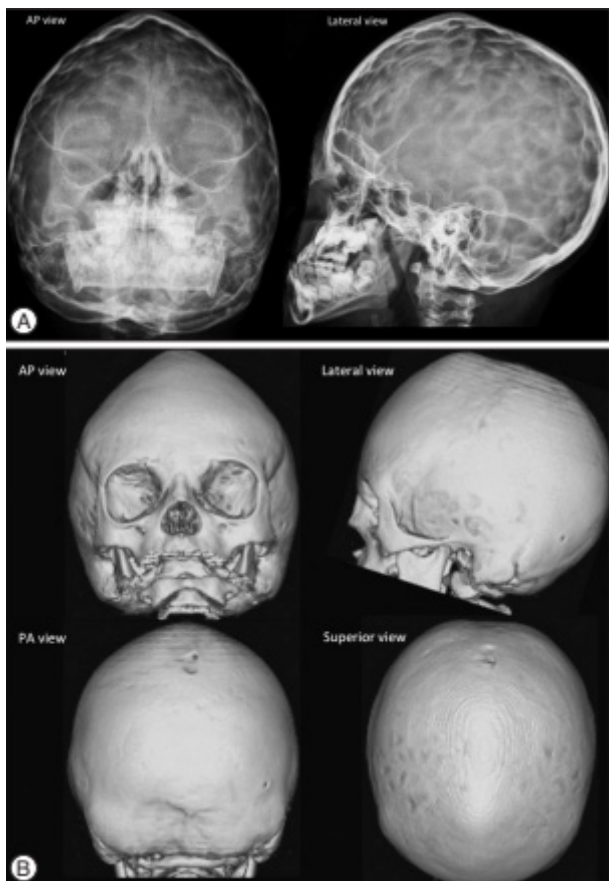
Sinostosis metopik padan anak laki-laki usia 12 bulan. Dusi sutura metopik nampak sebagai garis sklerotik linear pada foto polos dan tepi menonjol pada CT scan 3D (panah). Nampak pula adanya trigonocephaly, hipotelorisme dan sinus ethmoid yang kecil serta gambaran "quizzical eye".<sup>10</sup>
